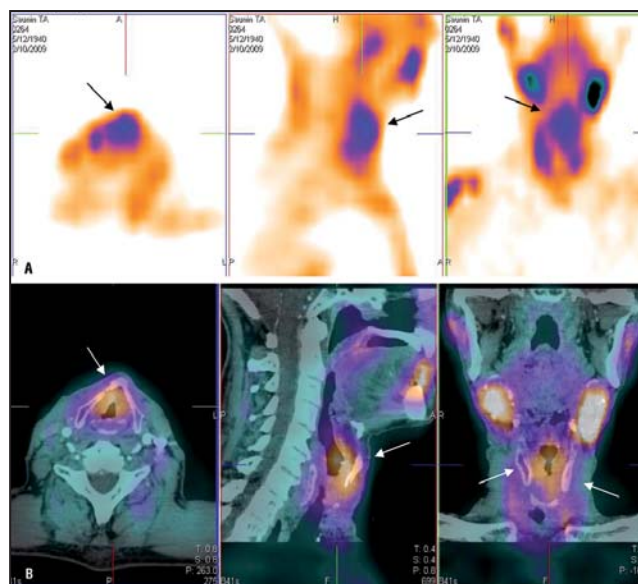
Сцинтиграмма пациента с диагнозом рак гортани Т3N0M0: А – гиперфиксация индикатора в проекции гортани; В – совмещенное ОЭКТ и КТ изображение
